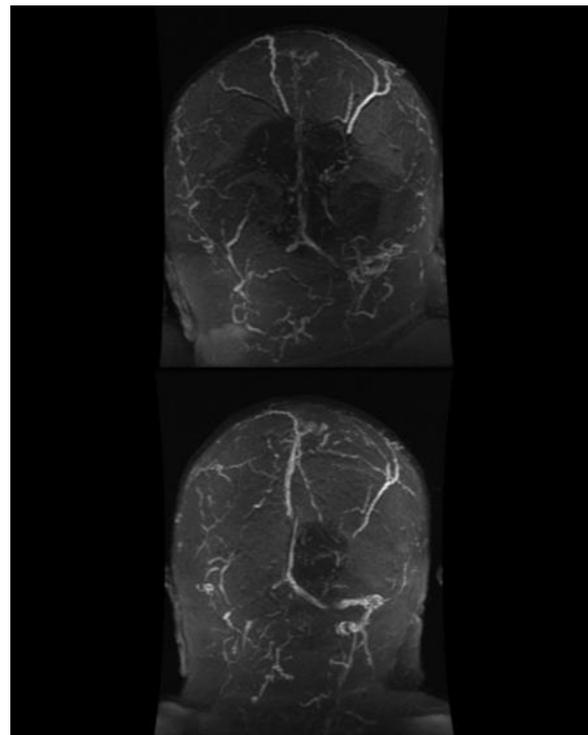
Angio-RM cerebral que muestra trombosis venosa extensa, que afecta a senos longitudinal superior, transverso y sigmoide de ambos hemisferios (A). Control en un mes (B) con recanalización parcial del seno longitudinal superior, transverso y sigmoide izquierdos tras tratamiento con dabigatrán.
